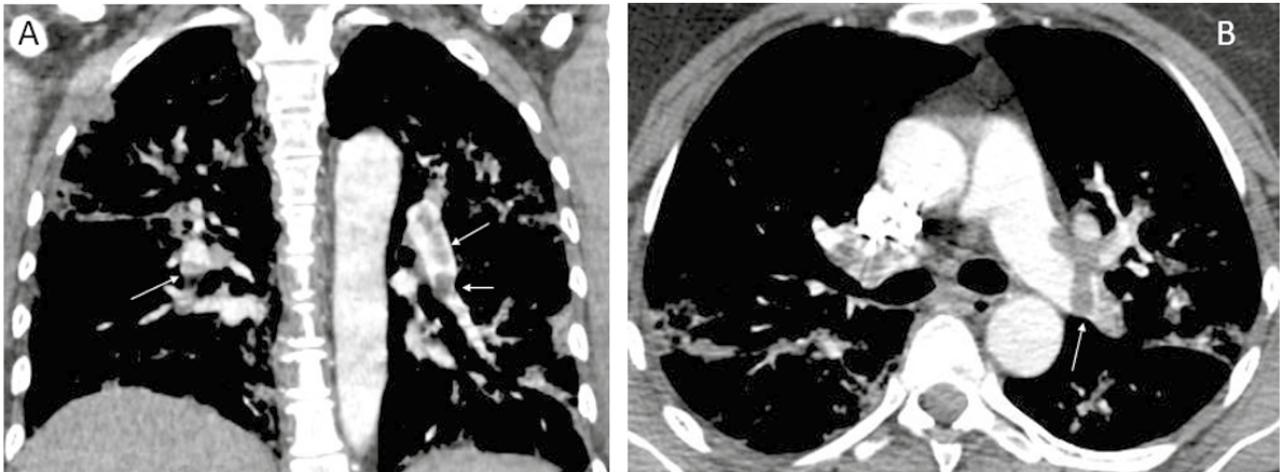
Imagens de Angio-TC de artéria pulmonar pré-trombólise. (A) em corte coronal – na seta: falhas de enchimento em ramos lobares, segmentares e subsegmentares bilaterais. (B) em corte transversal – na seta: extensa falha de enchimento na artéria pulmonar principal esquerda.
